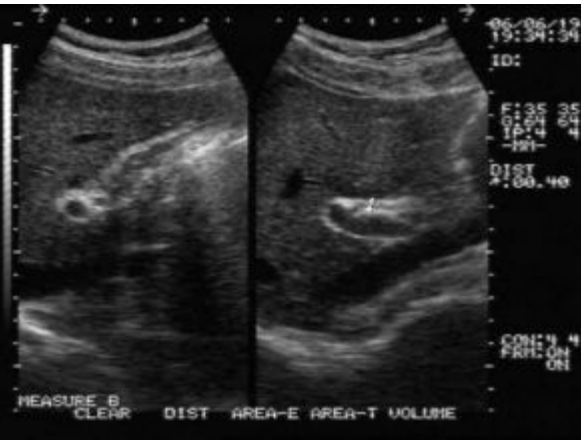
Sonografiebild Herr W.
